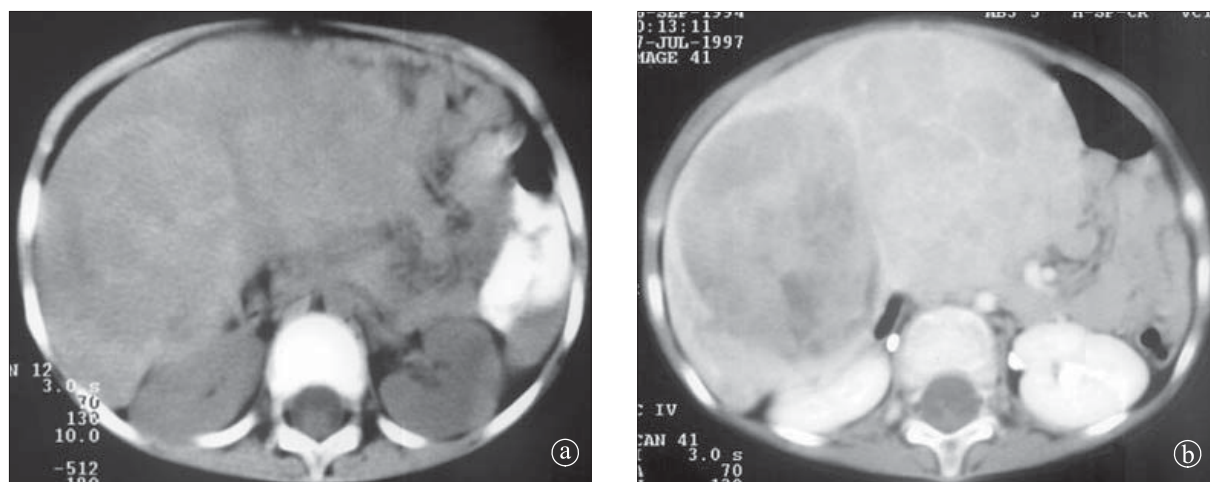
Sarcom embrionar nediferențiat. Secțiune axială CT. a) precontrast: mase hepatice voluminoase la nivelul ambilor lobi hepatici, cu aspect heterogen și contur net periferic. b) postcontrast, captare minimă la periferie.
